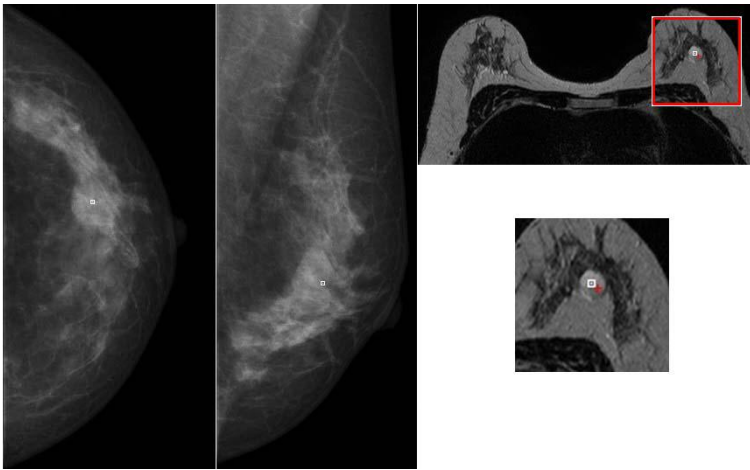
Registro de RX a RM. Marcas realizadas por radiólogo en las imágenes de RX CC y MLO (marcas blancas en las dos primeras imágenes), marca realizada por radiólogo en la imagen de RM (marca blanca imagen izquierda) y marca obtenida por la metodología (marca roja en imagen izquierda).
